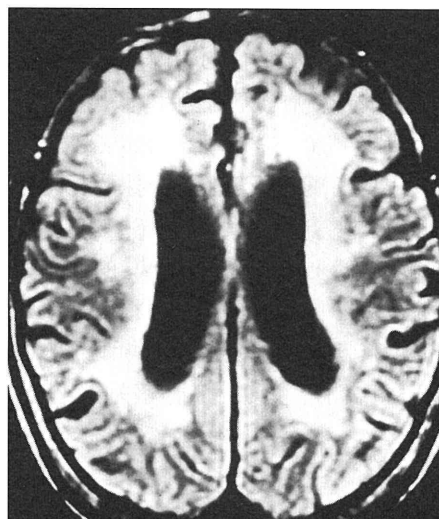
症例3のMRI像 (T2強調体軸断面)。白室の広範な高信号域を認める。Binswanger型脳梗塞と診断。
